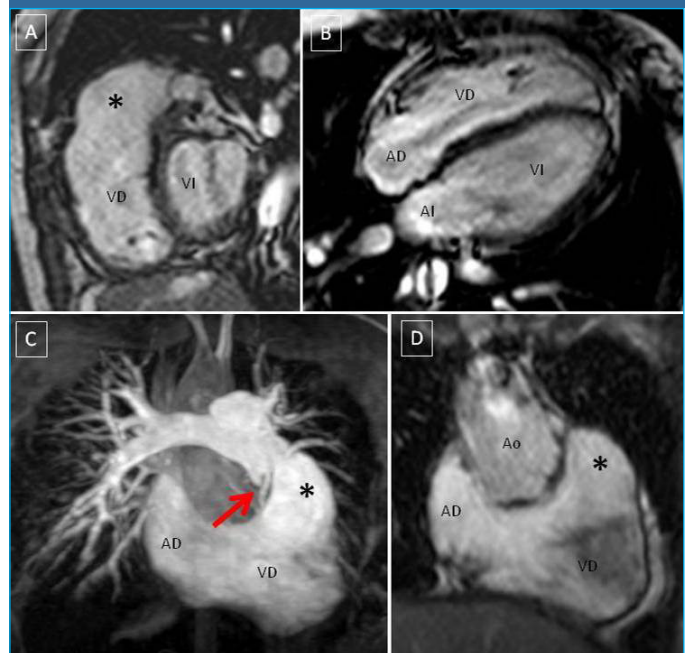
RM cardiaca postquirúrgica. Secuencias eco de gradiente en eje corto, 4 cámaras y eje largo (A, B y D) y angio-RM con reconstrucción MIP (C). En estas imágenes se observa la disminución global del tamaño del ventrículo derecho con respecto a la RM prequirúrgica. También ha disminuido considerablemente la región aneurismática del tracto de salida del ventrículo derecho (\*). Ventrículo derecho (VD), ventrículo izquierdo (VI), aurícula derecha (AD), aurícula izquierda (AI), aorta ascendente (Ao), tracto de salida del ventrículo derecho (TSVD), plano de válvula protésica (flecha).
